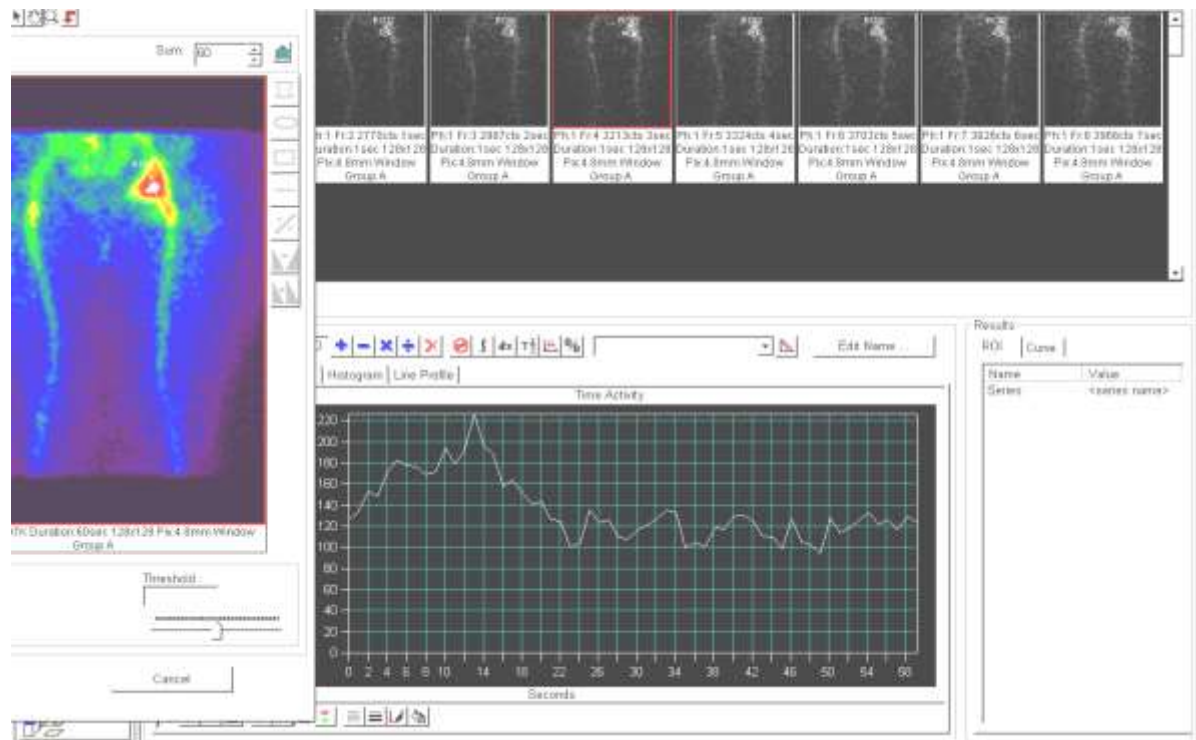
Сцинтиграми та ангиограми, отримані при проведенні радіонуклідної ангиографії з ^{153}Sm -оксабіформом.
